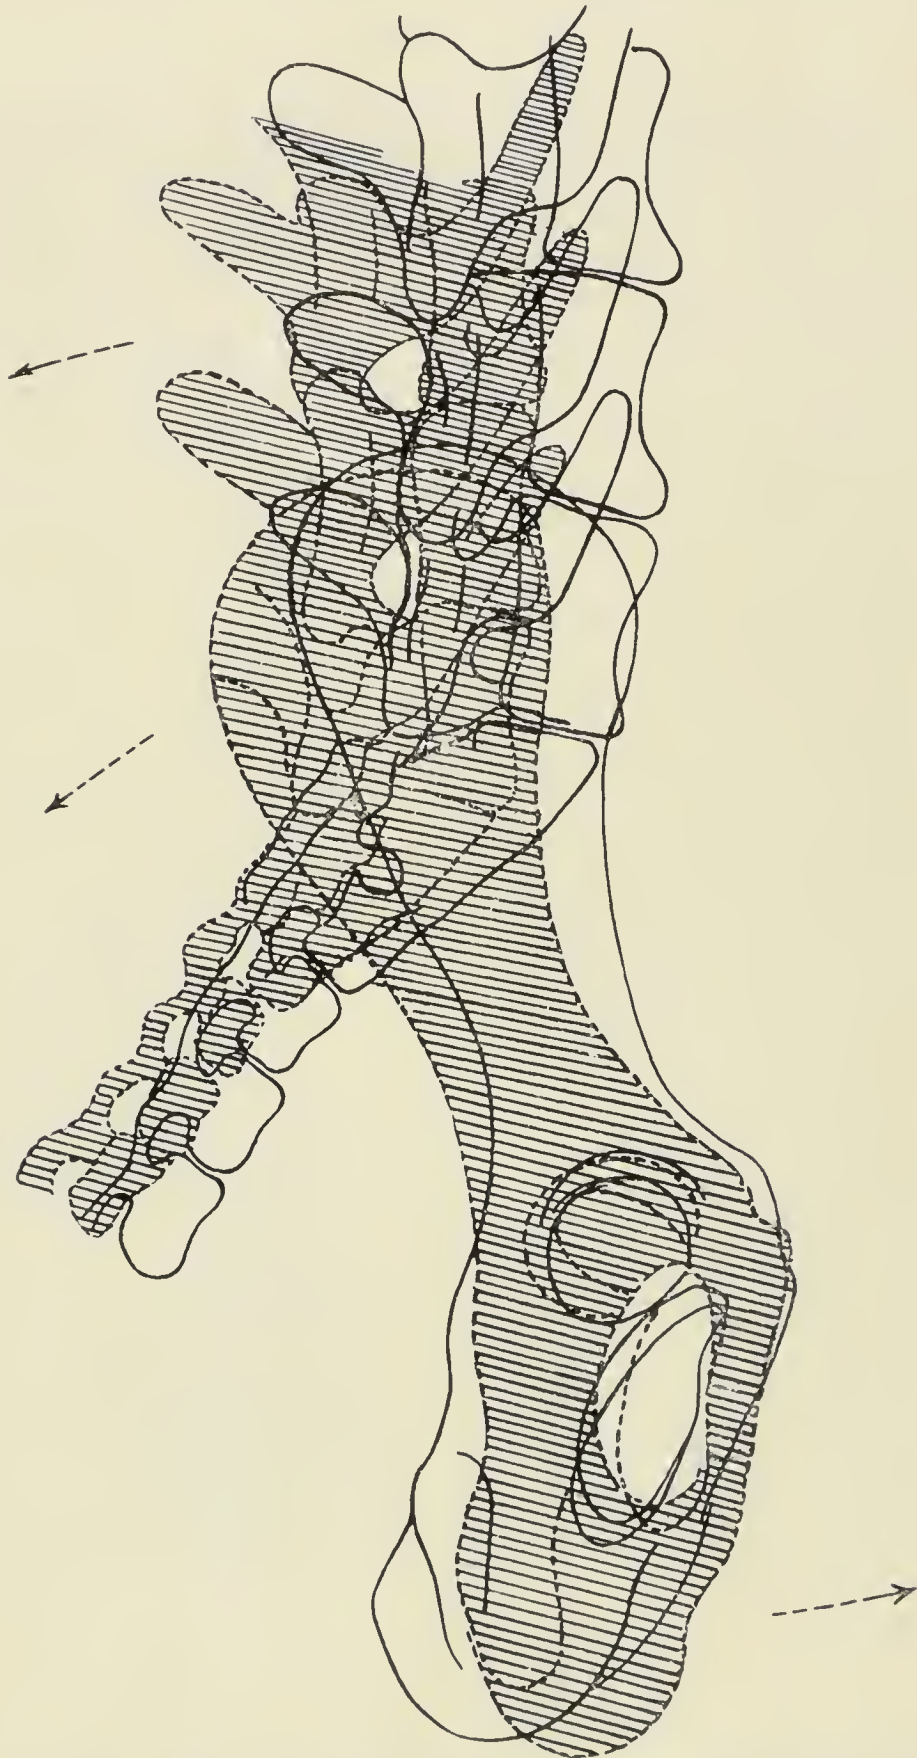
Darstellung der Beckenrotation (die ausgezogenen Linien entsprechen dem Röntgenbild (Fig. 11 b) des Kontrollhundes; die schraffierte Figur stellt das Becken des Stehhundes (Fig. 11 a) dar.
